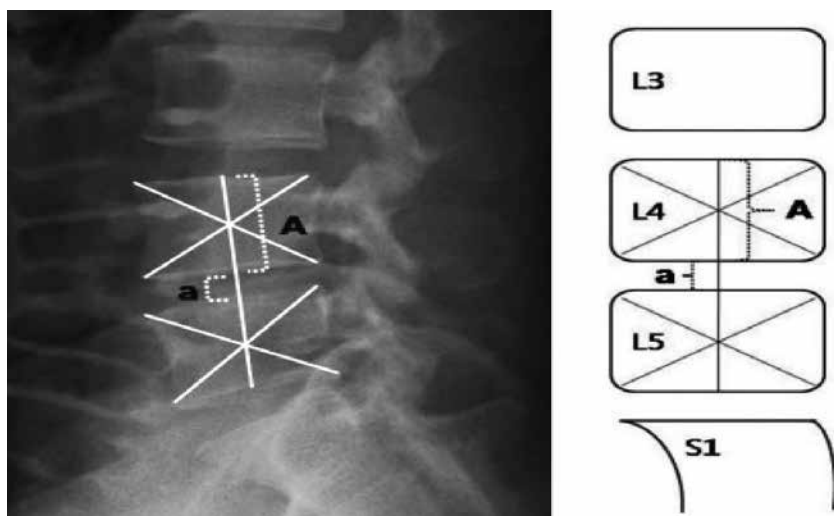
Определение индекса высоты диска по боковой рентгенограмме поясничного отдела позвоночника. $ИВД = a/A$
